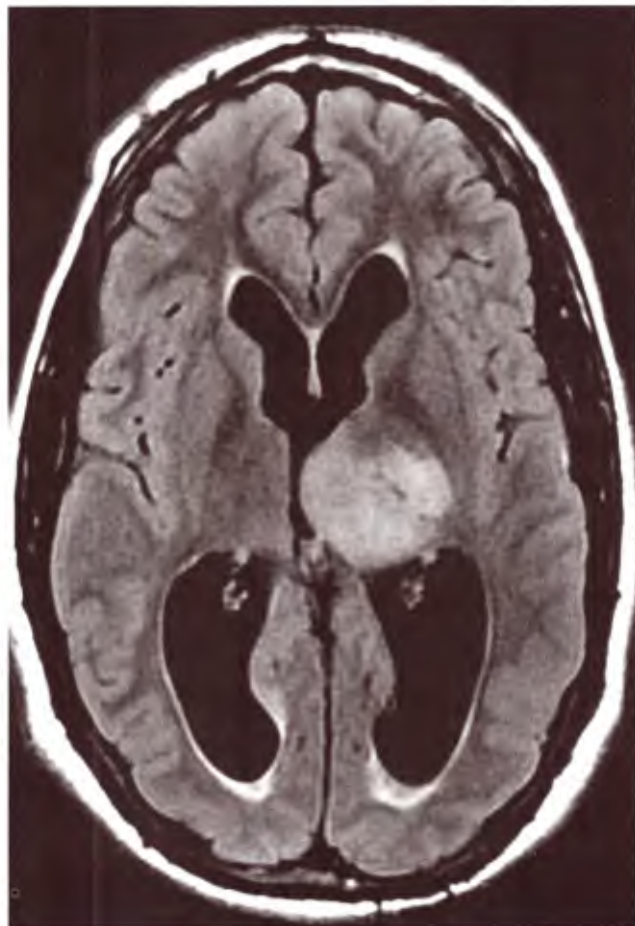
IRM de cerebro. FLAIR: Progresión tumoral sobre tercer ventrículo generando hidrocefalia asociada con edema peritumoral.
